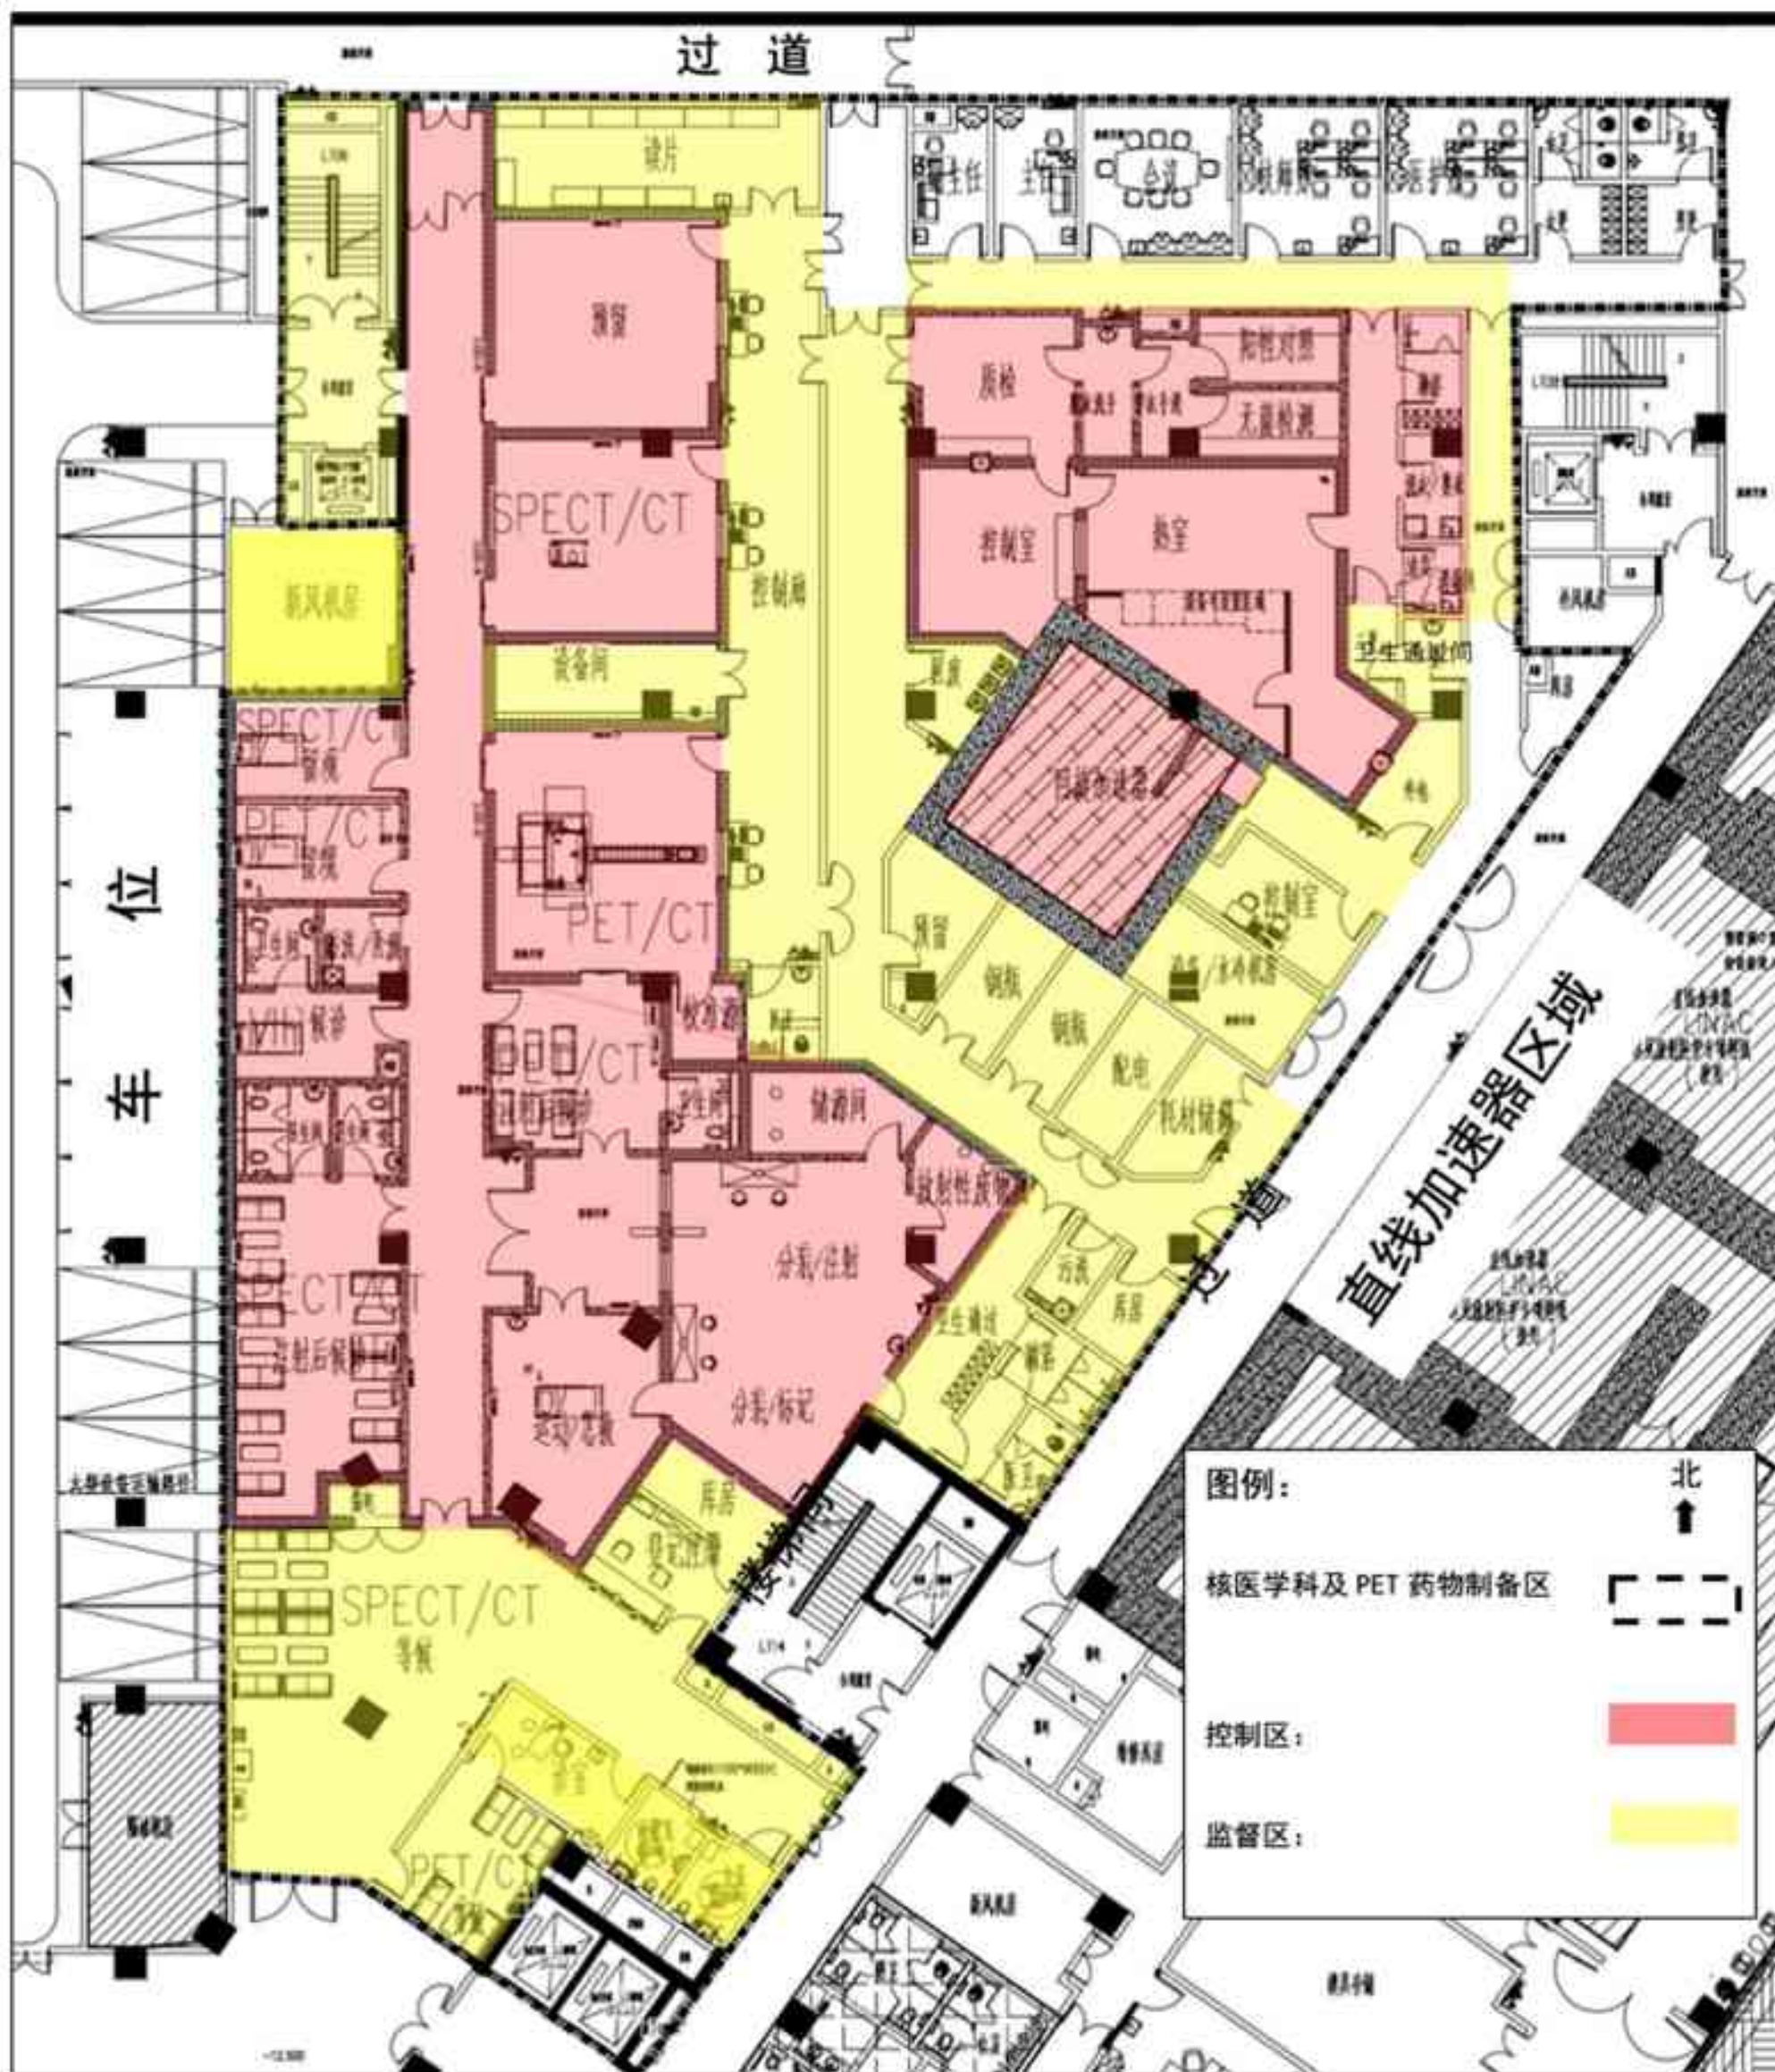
PET 药物制备区及核医学科辐射工作场所分区图
